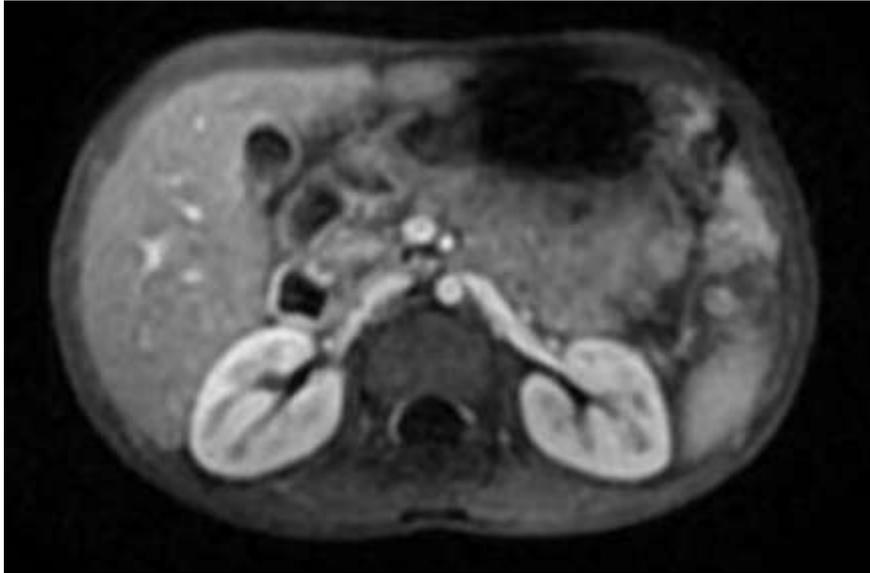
2 -ème image d'IRM du même patient présentant un pancréas divisum.
